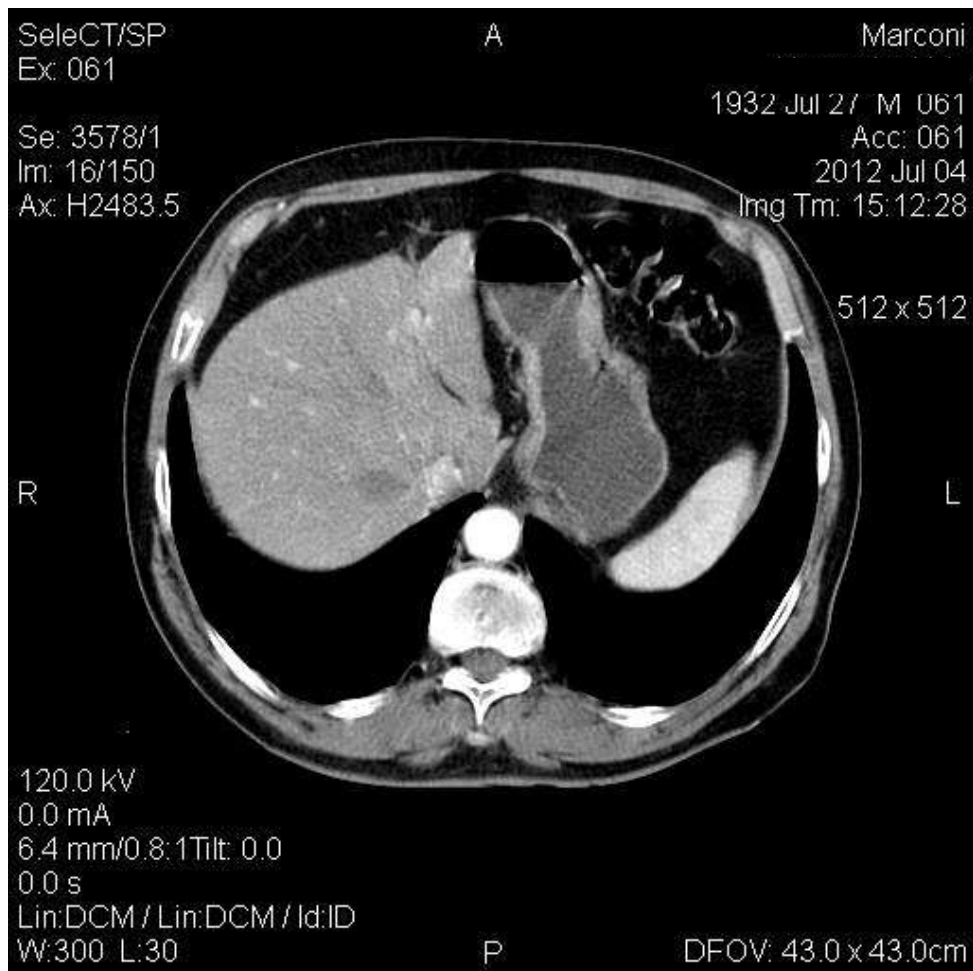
КТ–ознаки поодинокого об’ємного утворення правої долі печінки по типу судинної мальформації паренхіми печінки – КТ–картина гемангіоми (пацієнт К., 80 років).
